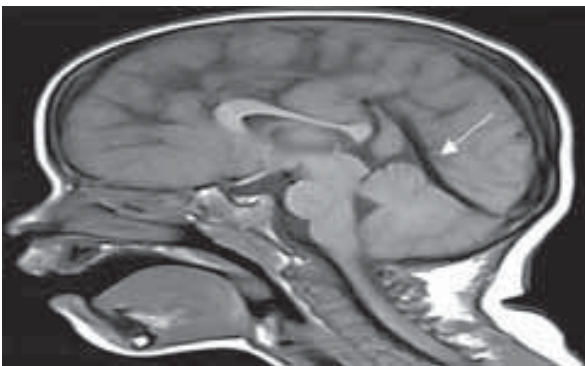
Resonancia magnética (RM) sagital ponderada en T1 donde se observa seno recto inclinado (flecha) sin sutura sagital (no se aprecia bien en la RM), indicativo de braquicefalia.
